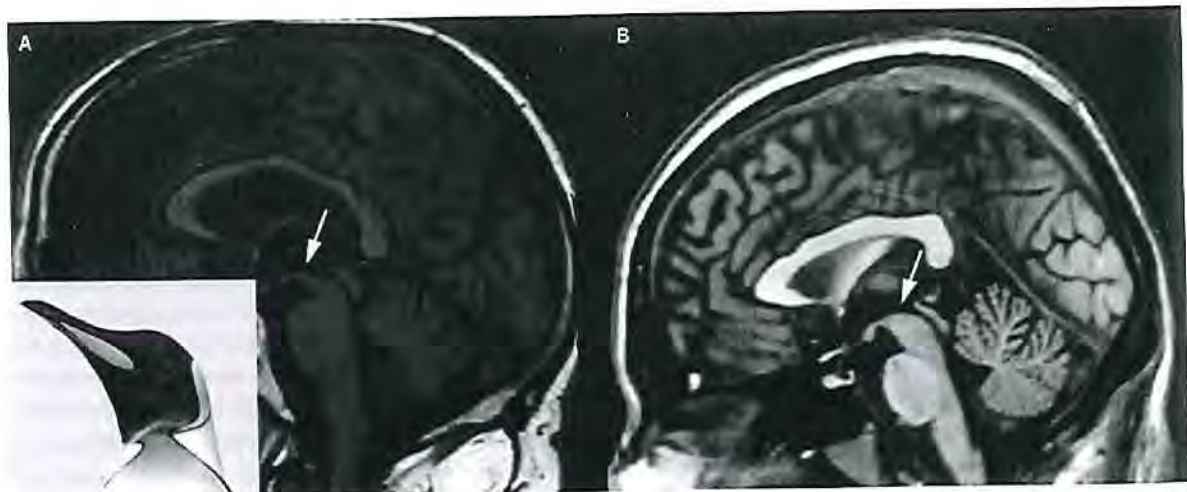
Signo del pingüino o signo del colibrí. A) Imagen de resonancia magnética ponderada en T1 (corte sagital medio) en la que el tronco cerebral se asemeja a la silueta de un pingüino debido a la atrofia del mesencéfalo rostral (pico). B) Imagen en la que se observa el tronco cerebral en un individuo sano.
